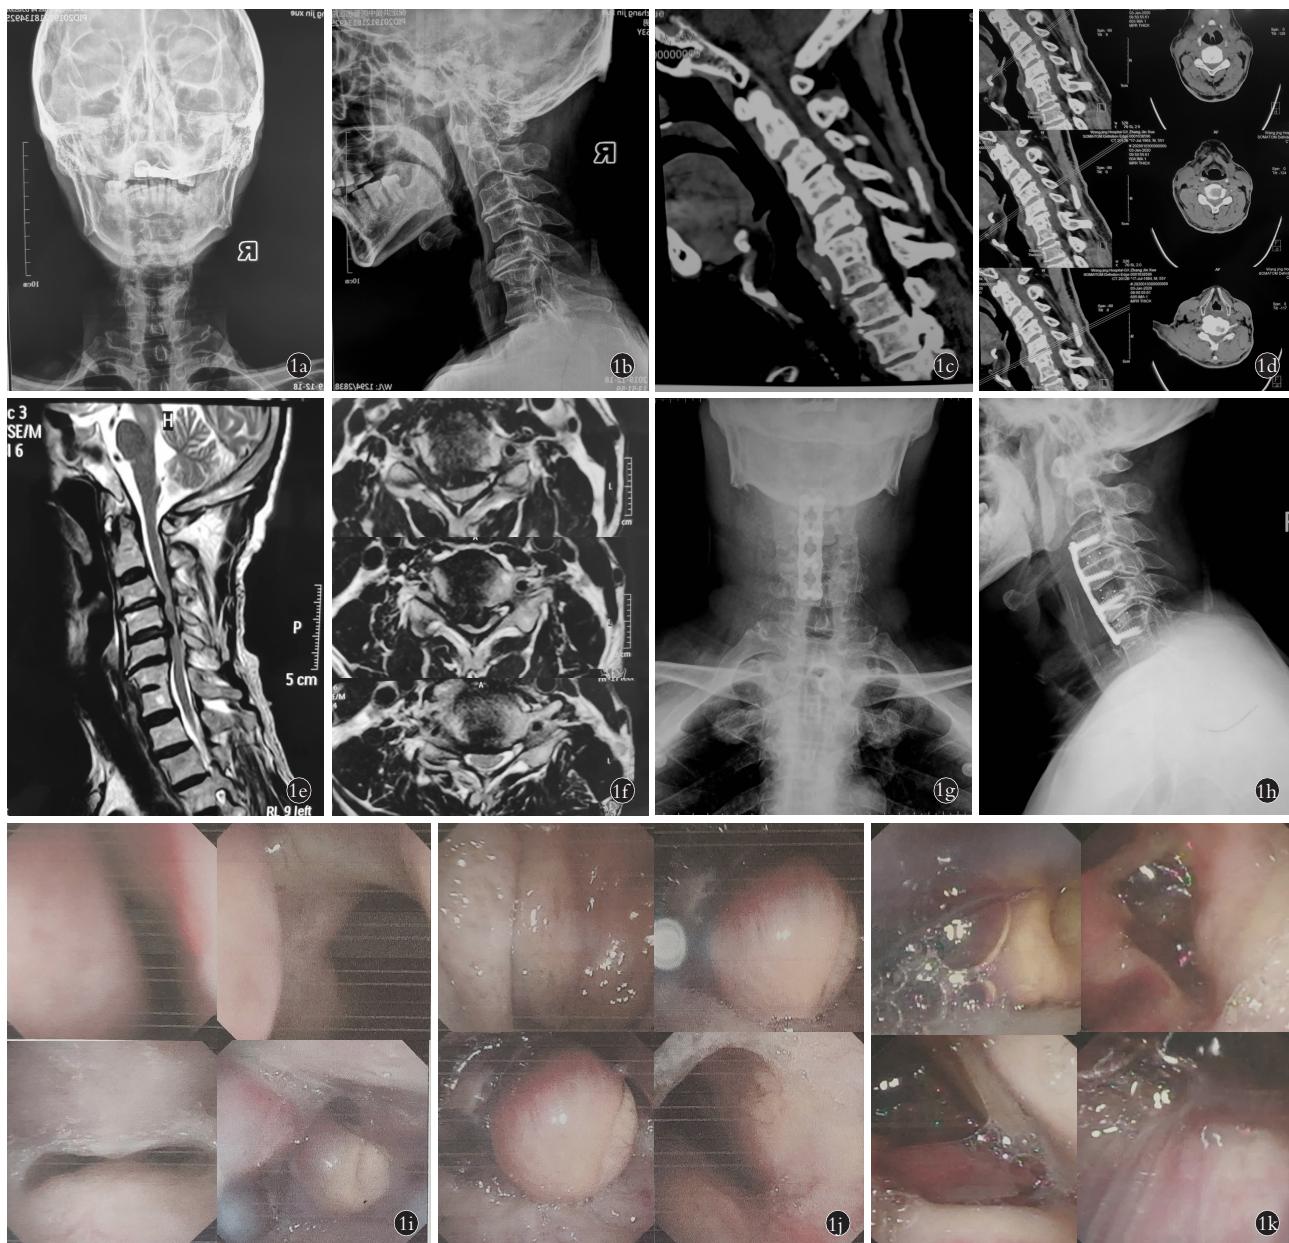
患者,男,55岁,颈椎管狭窄症 1a,1b.术前颈椎正侧位X线示颈椎曲度反张,椎间隙变窄 1c,1d.术前颈椎CT示C₃-C₆椎间盘突出,椎管狭窄 1e,1f.术前颈椎MRI示C₃-C₆椎间盘突出,椎管狭窄,脊髓高信号改变 1g,1h.术后第1天颈椎正侧位X线片示颈椎内固定物位置稳定。椎前软组织肿胀 1i.术后第1天第1次喉镜检查示会厌水肿稍充血,咽喉壁水肿 1j.术后第1天应用激素后1 h喉镜检查示会厌高度水肿充血 1k.气管切开术后12 d喉镜检查示会厌右侧轻度红肿
